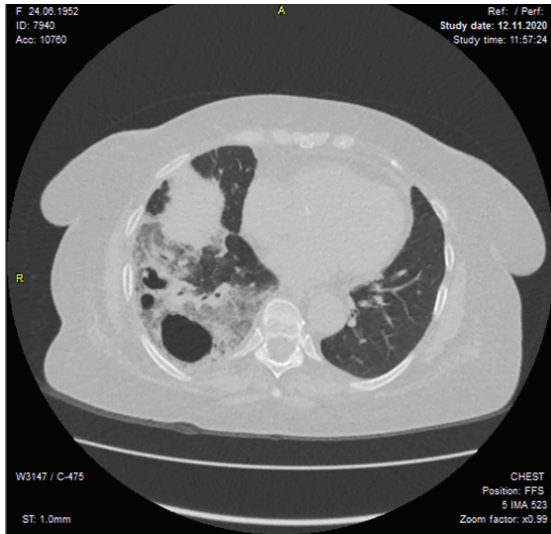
Аксиальный срез КТ больной Я., 1952 г. рождения от 12.11.2020 г.
